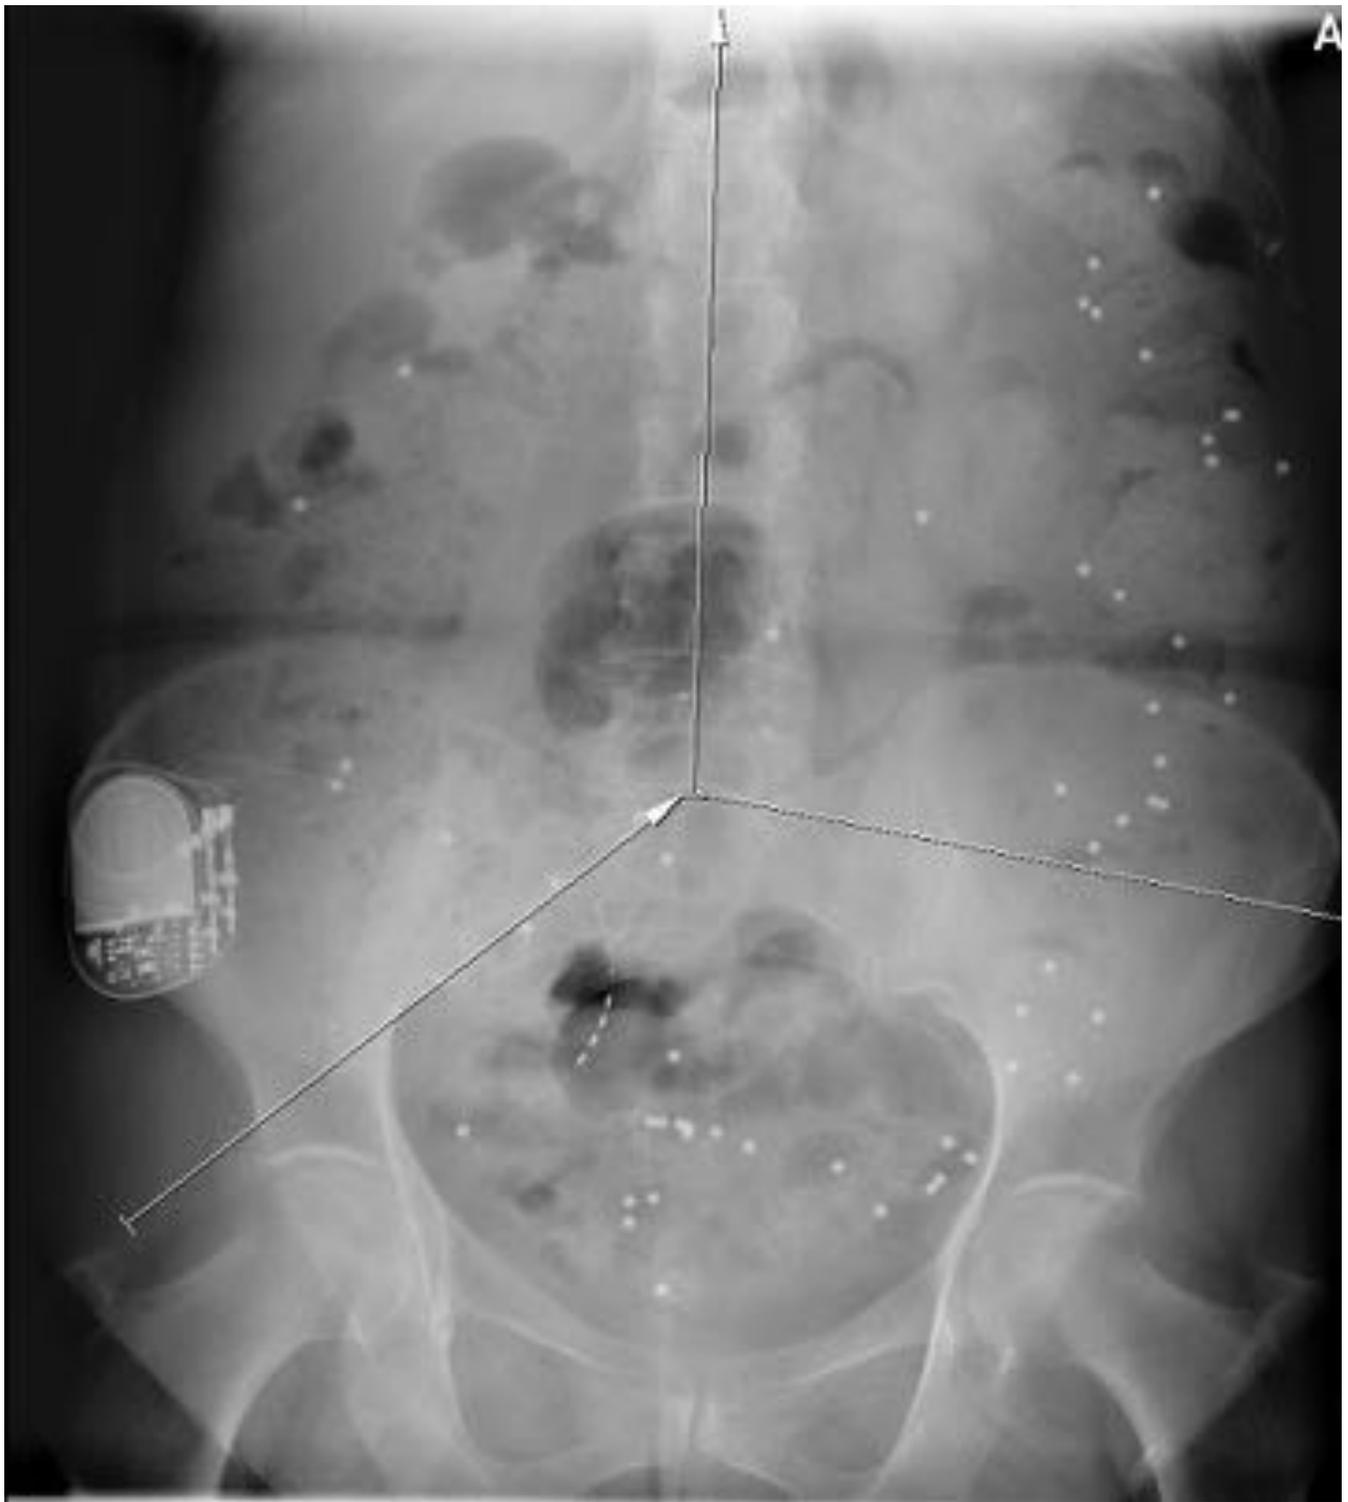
Tiempo de tránsito colónico con marcadores: radiografía al 10º día de la ingesta.
